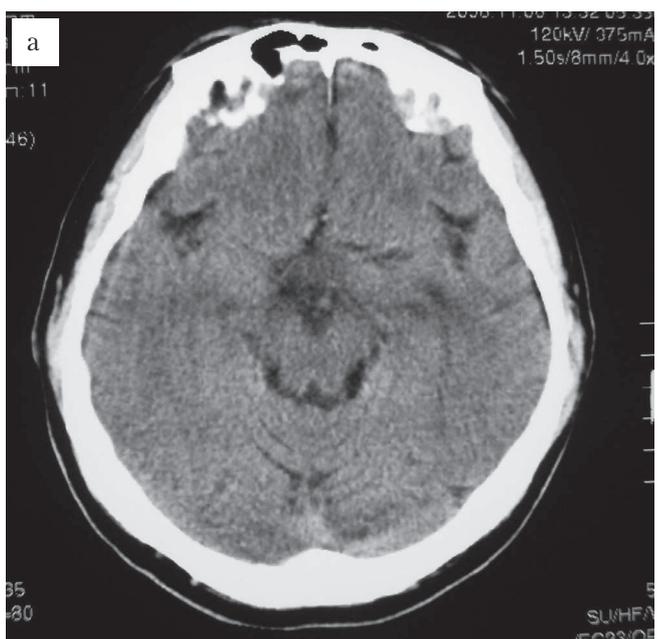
КТ головного мозга пациента К. от 06.11.08 г до (а) и после (б) введения контраста
